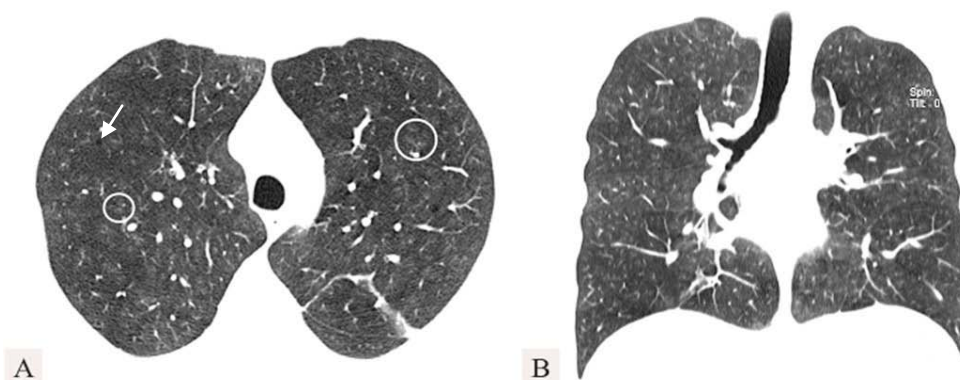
TDM fenêtre parenchymateuse en coupe axiale(A) et reconstruction coronale (B) objectivant des opacités en verre dépoli modérément étendues, des nodules centrolobulaires (cercles), des bronches à parois très épaisses et un emphysème minime (flèche blanche), en faveur d'une bronchiolite respiratoire - maladie pulmonaire interstitielle.
